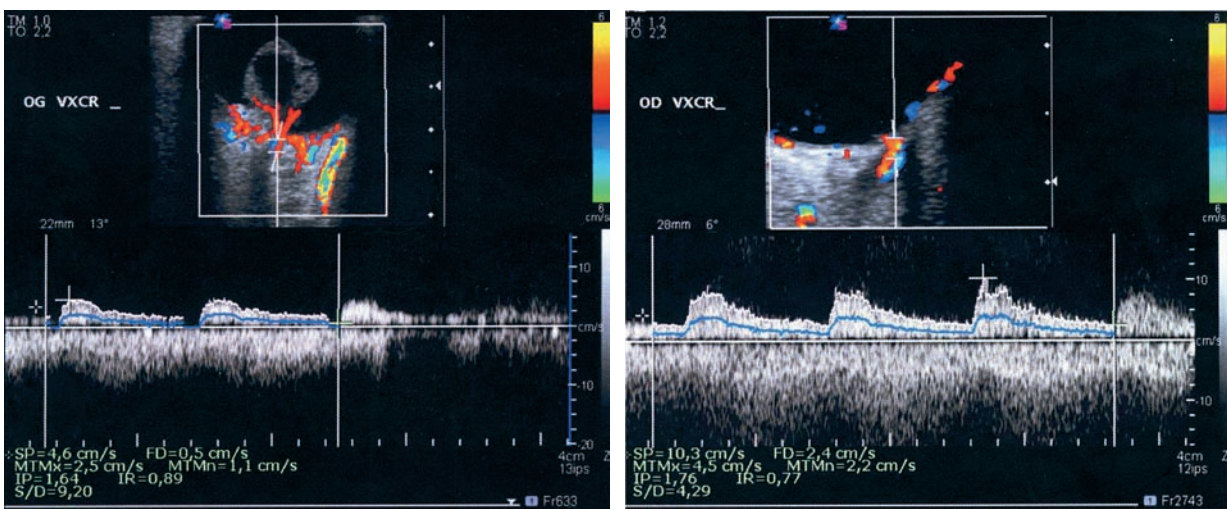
Décollement de rétine ancien, œil gauche. Échographie-Doppler en mode « pulsé ». Enregistrement des vaisseaux centraux de la rétine. a. Du côté du décollement : VSM = 4,6 cm/s et IR = 1,00 par abolition du flux télédiastolique. b. Sur l'œil normal : VSM = 10,3 cm/s et IR = 0,79. Les flux sont effondrés du côté du décollement, avec une VSM inférieure à la moitié de celle du côté opposé et une abolition du flux télédiastolique.
